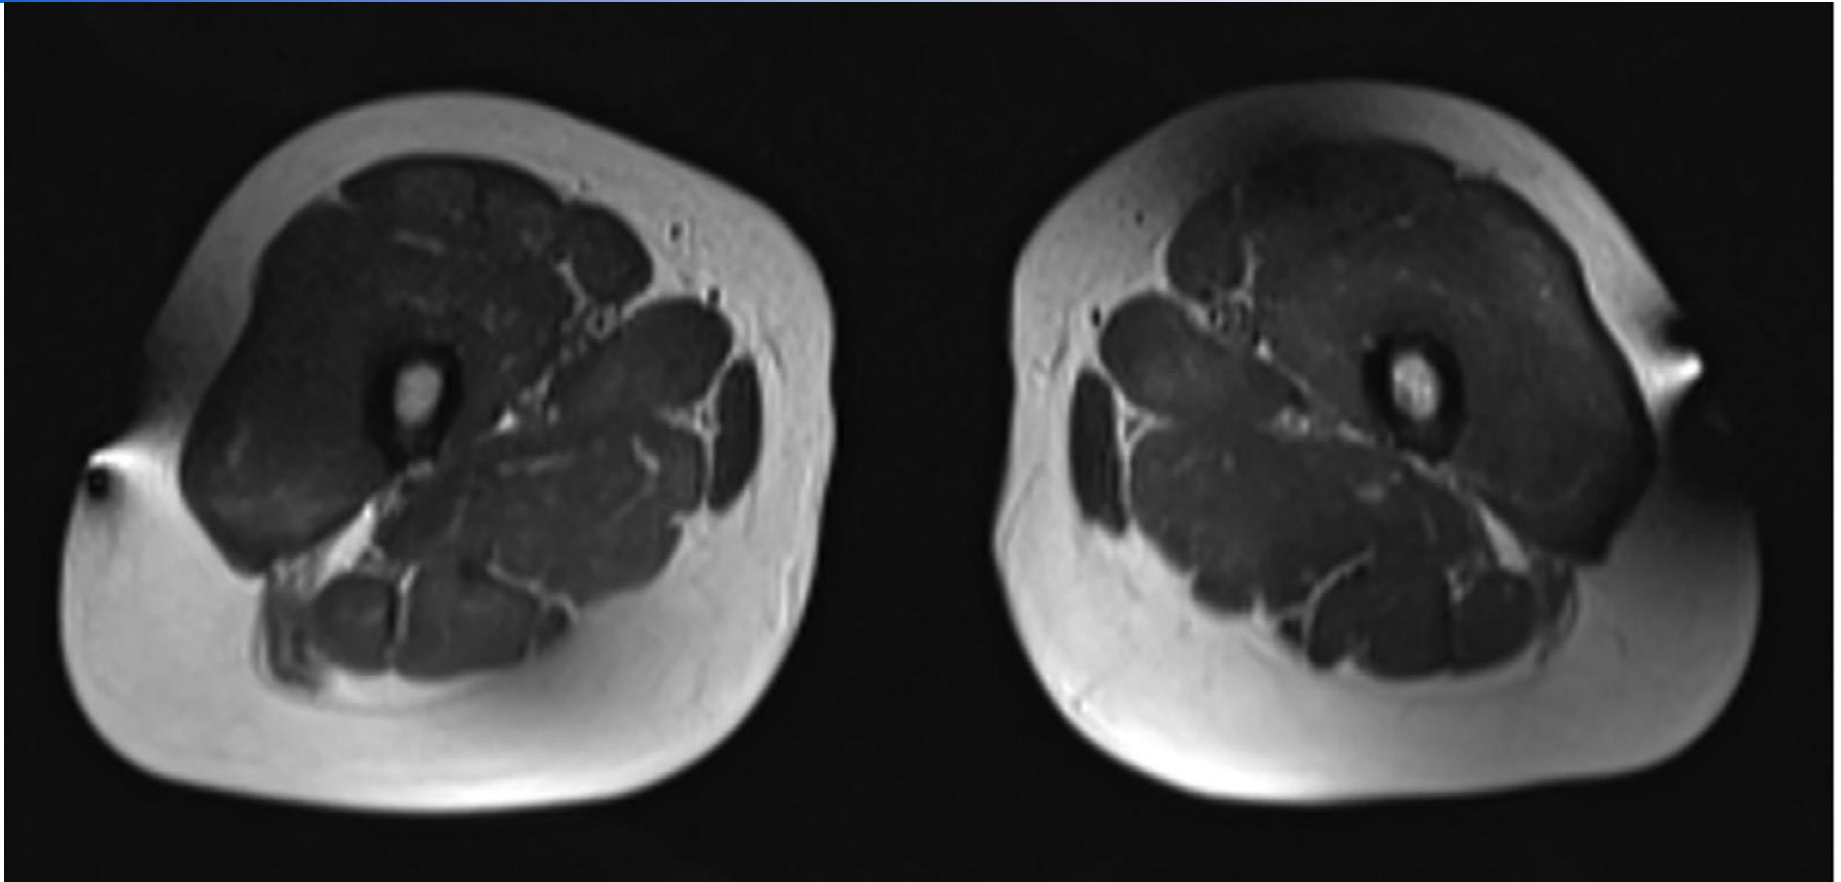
A 40-year-old woman underwent magnetic resonance imaging for dermatomyositis to evaluate the thigh muscles. The T2-weighted fast spin-echo axial image showed artifacts on the outside of her bilateral thighs.
